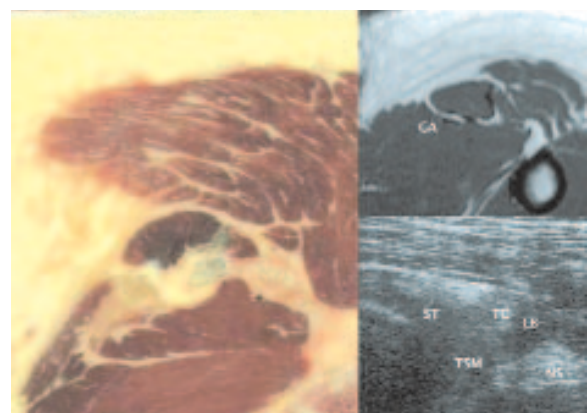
Coupes transverses, à hauteur des premières fibres musculaires du long biceps (LB) ; l'ischion n'est plus visible. Tendon du faisceau médial du grand adducteur (GA). (ST : muscle semi-tendineux ; TC : tendon conjoint ; TSM : tendon du semi-membraneux ; NS : nerf sciatique).
